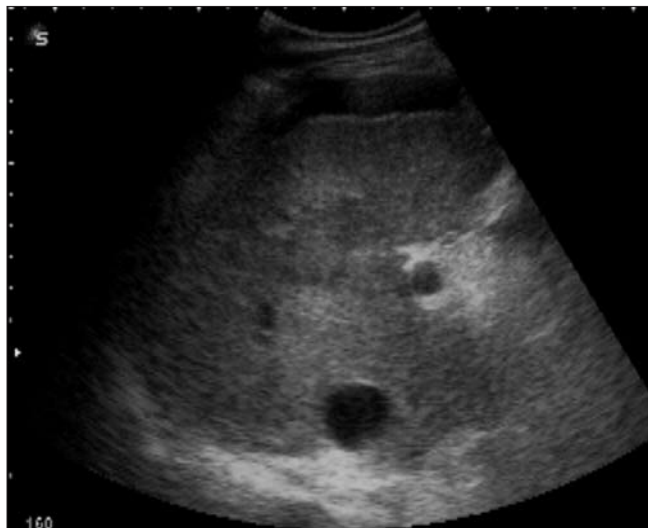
Nodul hepatic cu aspect de tumoră malignă primitivă, ascită (aspect ecografic)
